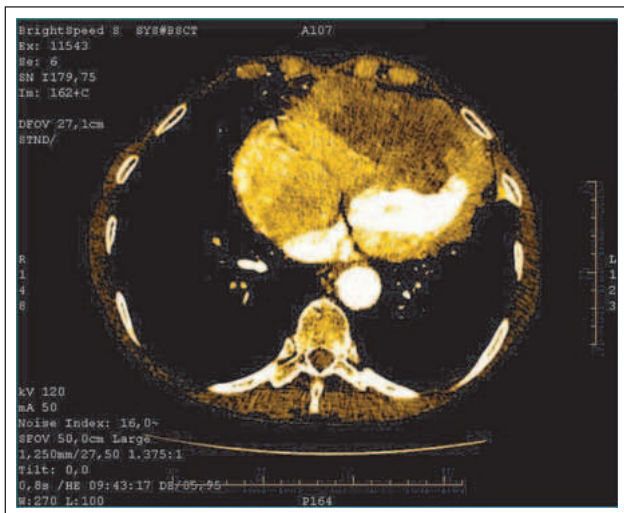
Thorax-CT: vergrößertes kontrastmittelfreies Rechtsherz und deformiertes, komprimiertes, jedoch mit Kontrastflüssigkeit gut ausgefülltes Linksherz (und Aorta).
